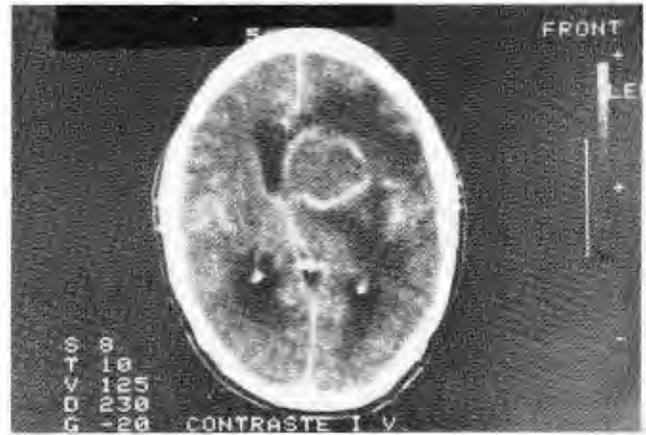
Tomografía computarizada de cráneo en donde se aprecia una lesión parietal izquierda, ocupante de espacio y efecto de masa con compresión de ventrículo lateral. La lesión es isodensa con importante edema perilesional.
